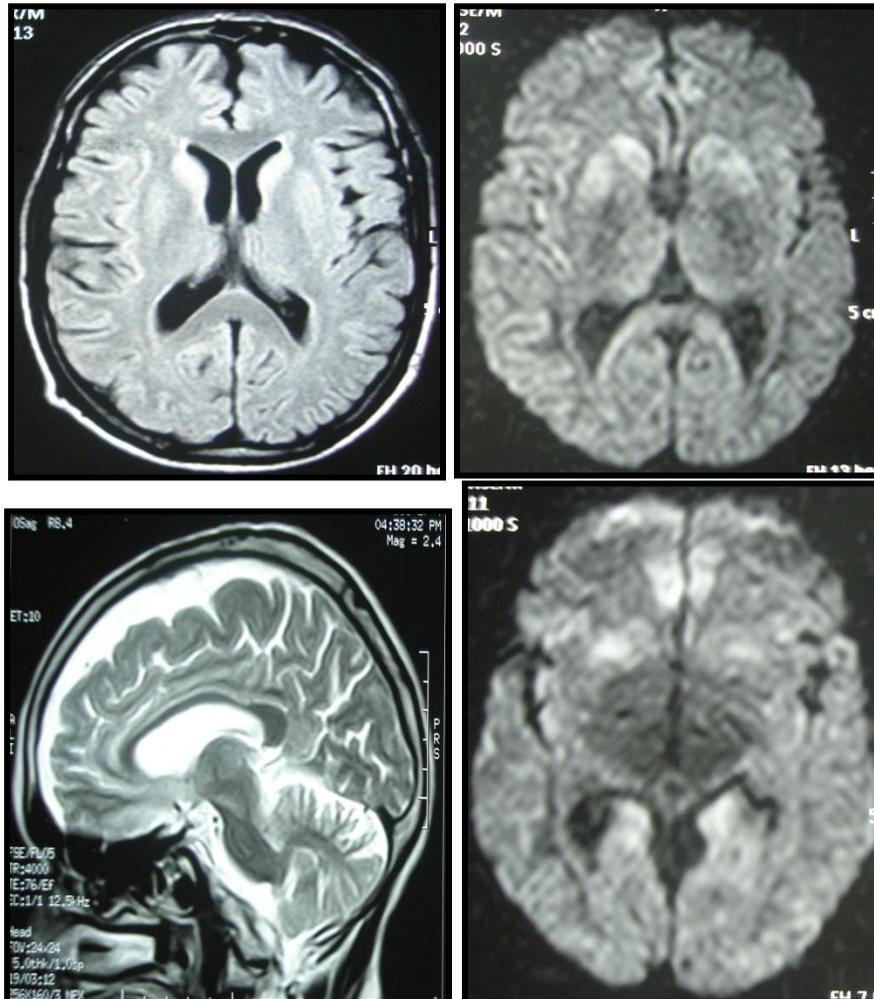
IRM en séquences pondérée Flair, diffusion et T2 en coupes axiales et sagittales montrent des hypersignaux bilatéraux et symétriques du striatum, du pulvinar et du cortex cingulaire avec atrophie corticale diffuse.
